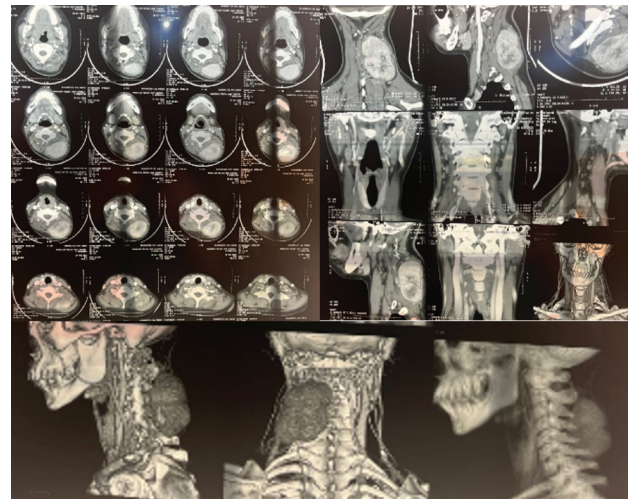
Tomografía axial computarizada de cuello evidenciando masa A. corte coronal B y C. corte lateral y posterior.
